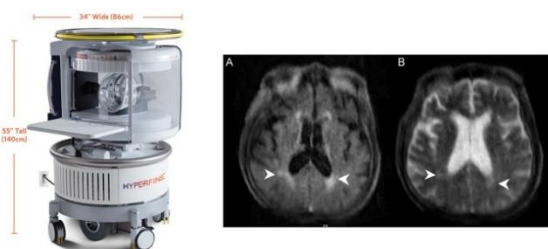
From Hyperfine Swoop®, 2022 Figure 2. Brain MRI acquired with Hyperfine Swoop®. From Hovis et al., 2021
